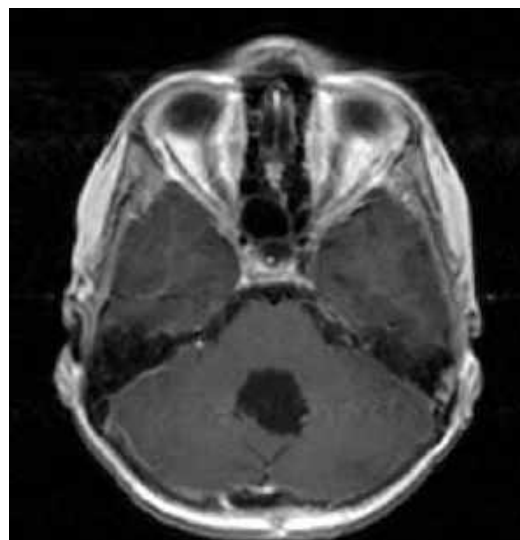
Спостереження № 271. Хворий П-усь Я.О., 9 років, історія хвороби №134142. МРТ в T1W режимі. Множинні осередки метастазування МБМ у субарахноїдальні простори і речовину головного мозку.
